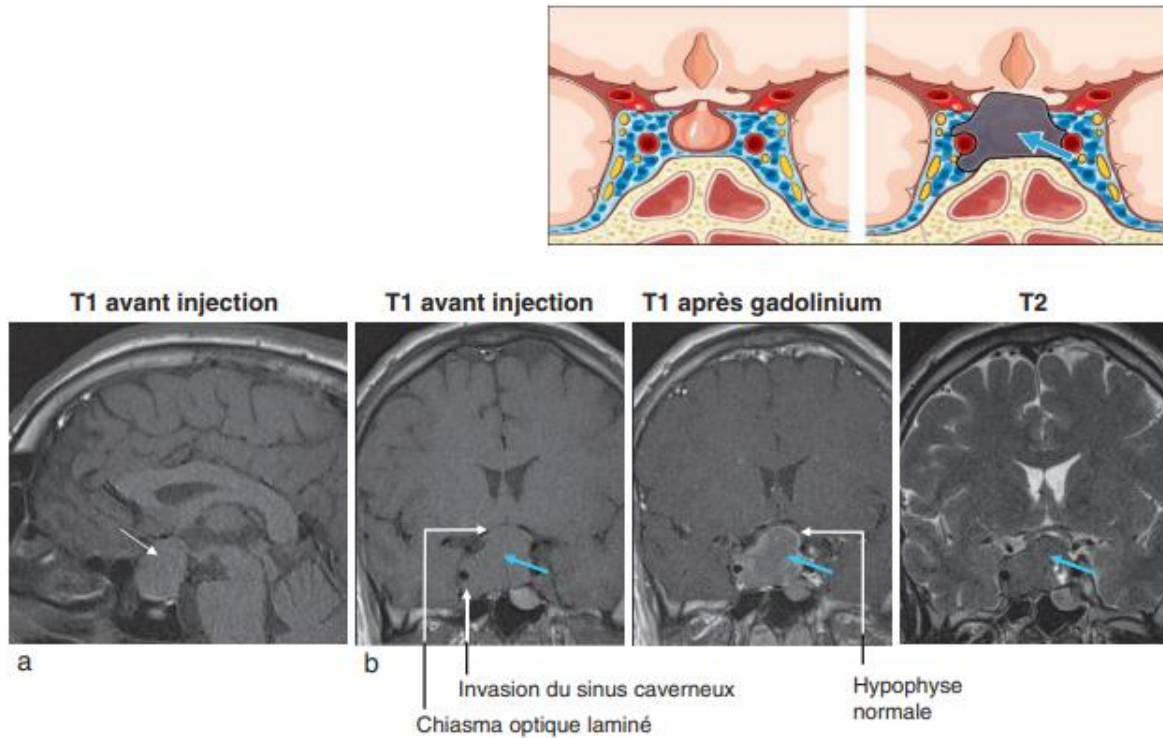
Macroadénome hypophysaire vu par IRM
